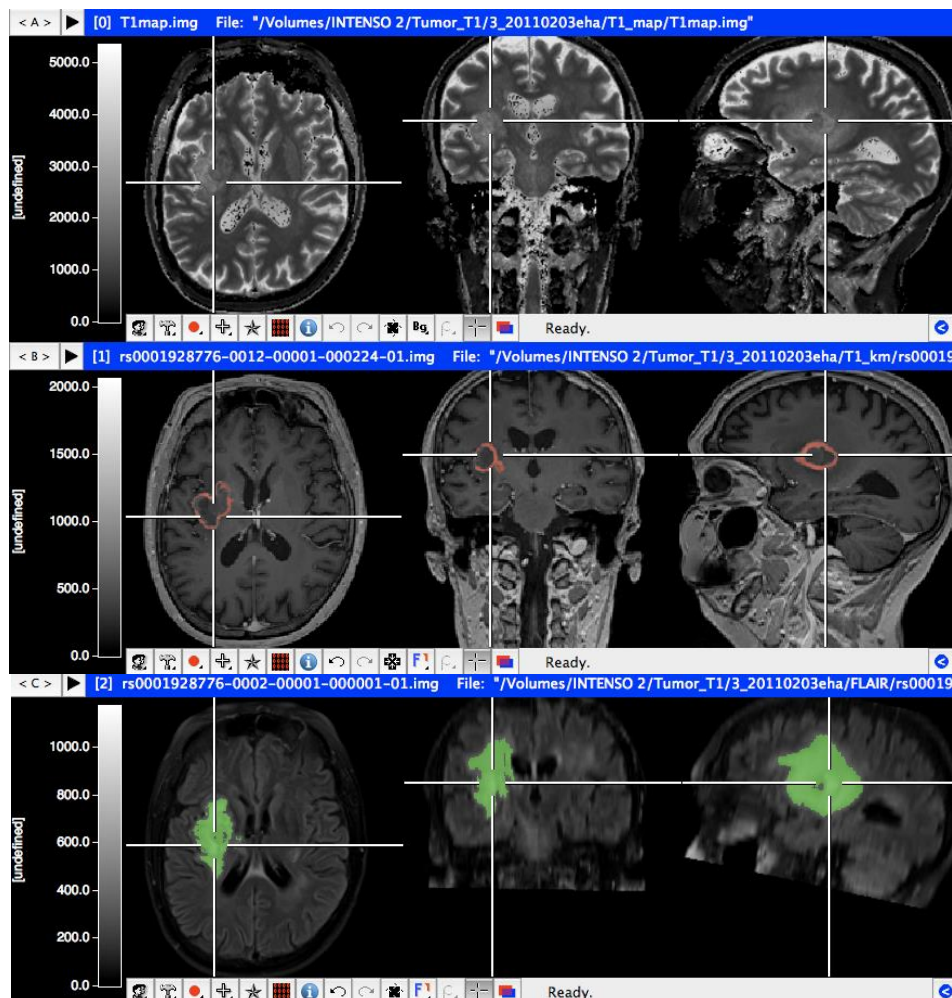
Selektierung von VOIs in T1map, MPR mit KM und FLAIR Sequenzen mithilfe des Threshold Tools in VINCI (*rot markiert* - KM-Anreicherung, *grün markiert* - hyperintense Ödemzone); Lokalizier zeigt ein rechts temporopolar gelegenes Gliom
